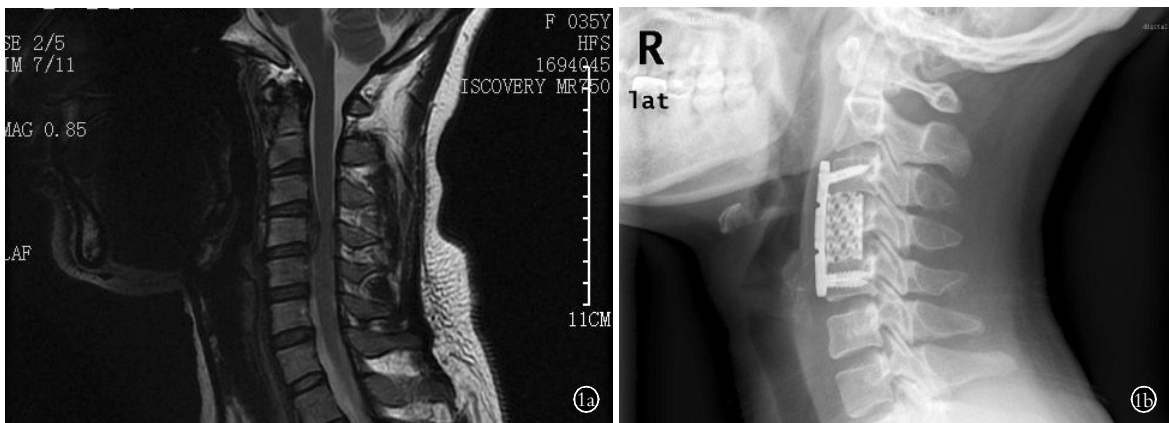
女,35 岁,双手麻木 1 个月 1a. 术前 MRI 检查示 C_{3,4}、C_{4,5} 椎间盘突出 1b. 颈前路颈椎体次全切术后 1 个月 X 线片
